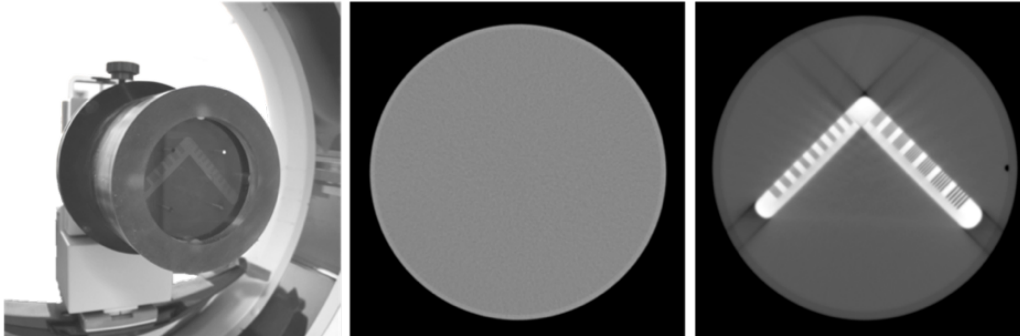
Catphan-Phantom. Links: Photographie des Phantoms in der CT-Gantry. Mitte: CT-Bild des Moduls zur Untersuchung von Homogenität, für HU- und SD-Auswertungen. Rechts: CT-Bild des Moduls für Hochkontrastauflösung. (Originalabbildung durch den Autor)
